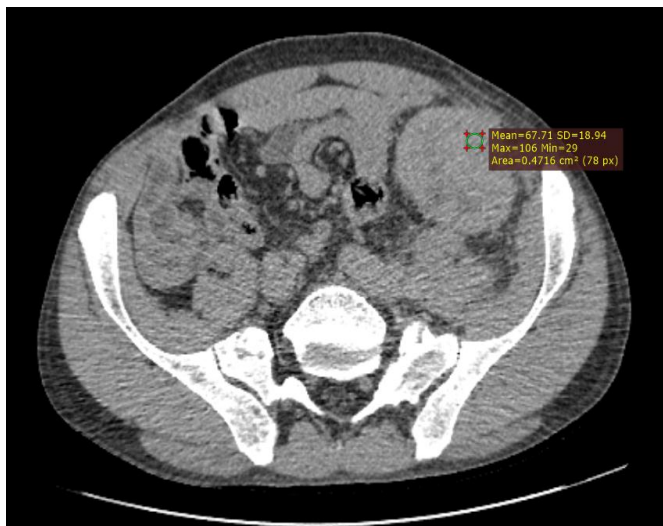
КТ трансплантированной почки в паренхиматозную фазу.
